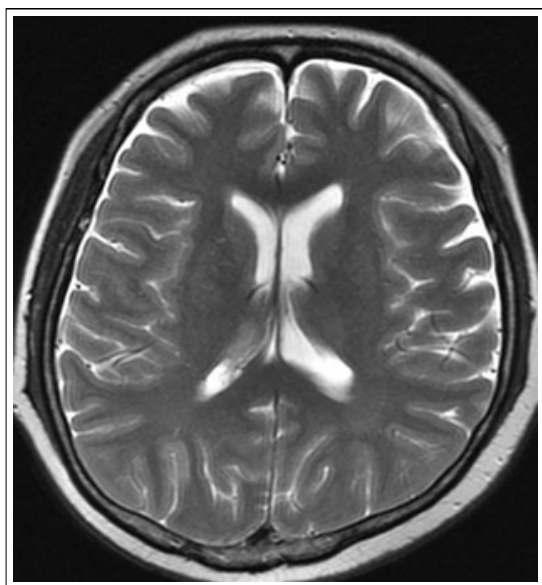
No evidence of brain metastasis was revealed on brain MRI after seizure.
